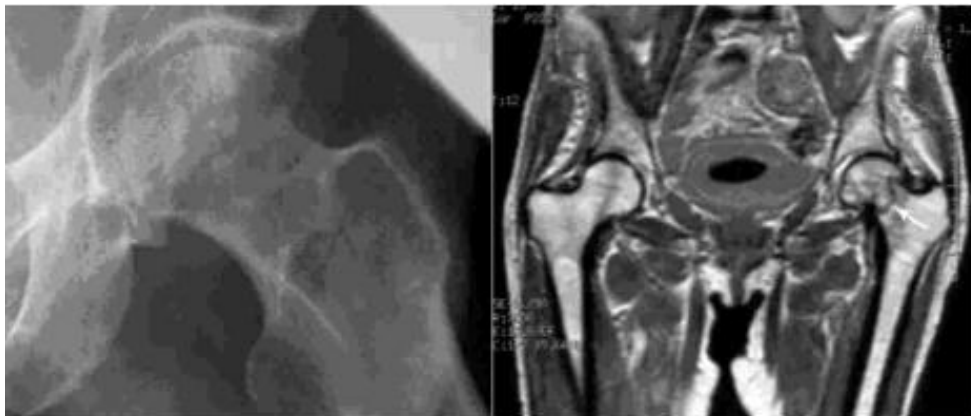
Imagen radiografica sin alteracion evidente sugerente de fractura. A su lado imagen de Resonancia nuclear magnetica en el mismo paciente, demostrando la concurrencia de fractura
